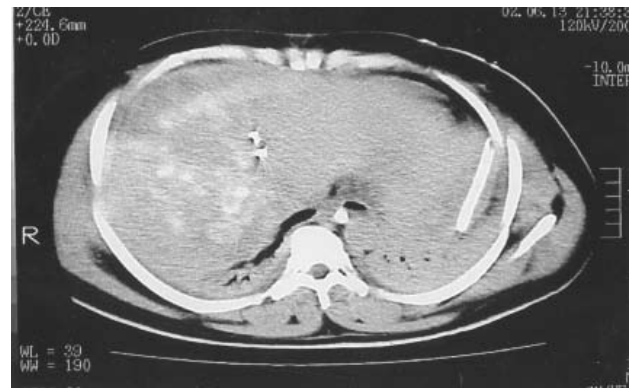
Tomografía axial computada contrastada que demuestra hematoma hepático del lóbulo derecho roto.
